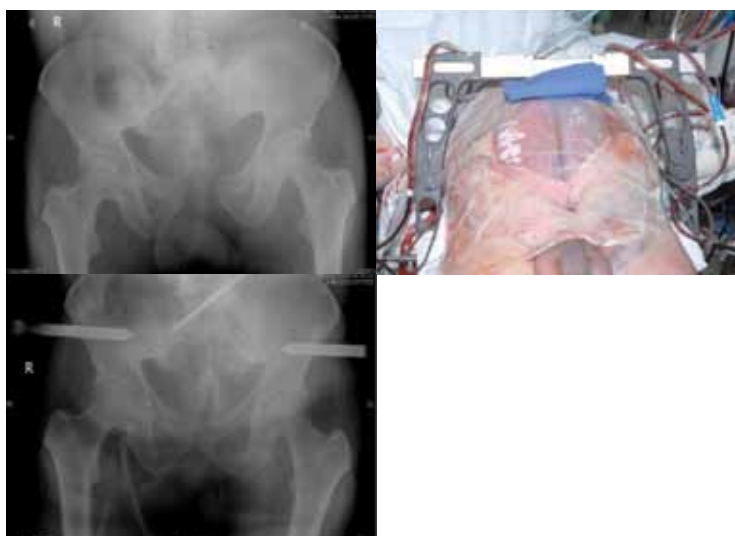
54-летний пациент со сложным переломом таза типа С в соответствии с АО классификацией и тяжелым геморрагическим шоком вследствие обширного кровотечения из левой общей подвздошной вены. Несмотря на использование репозиционных тазовых зажимов, тампонаду малого таза, проведение медиальной лапаротомии и наложения сосудистого шва, массивную гемотрансфузию, пациент скончался в день аварии.
